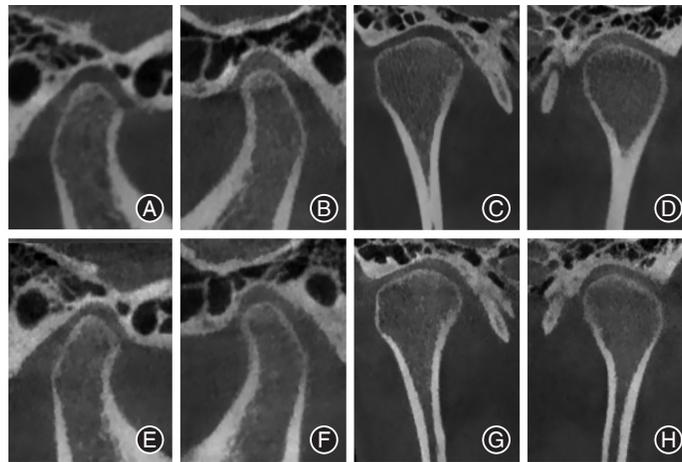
治疗前后双侧颞下颌关节锥形束CT对比 A:治疗前右侧髁状突矢状位;B:治疗前左侧髁状突矢状位;C:治疗前右侧髁状突冠状位;D:治疗前左侧髁状突冠状位;E:治疗后右侧髁状突矢状位;F:治疗后左侧髁状突矢状位;G:治疗后右侧髁状突冠状位;H:治疗后左侧髁状突冠状位。
